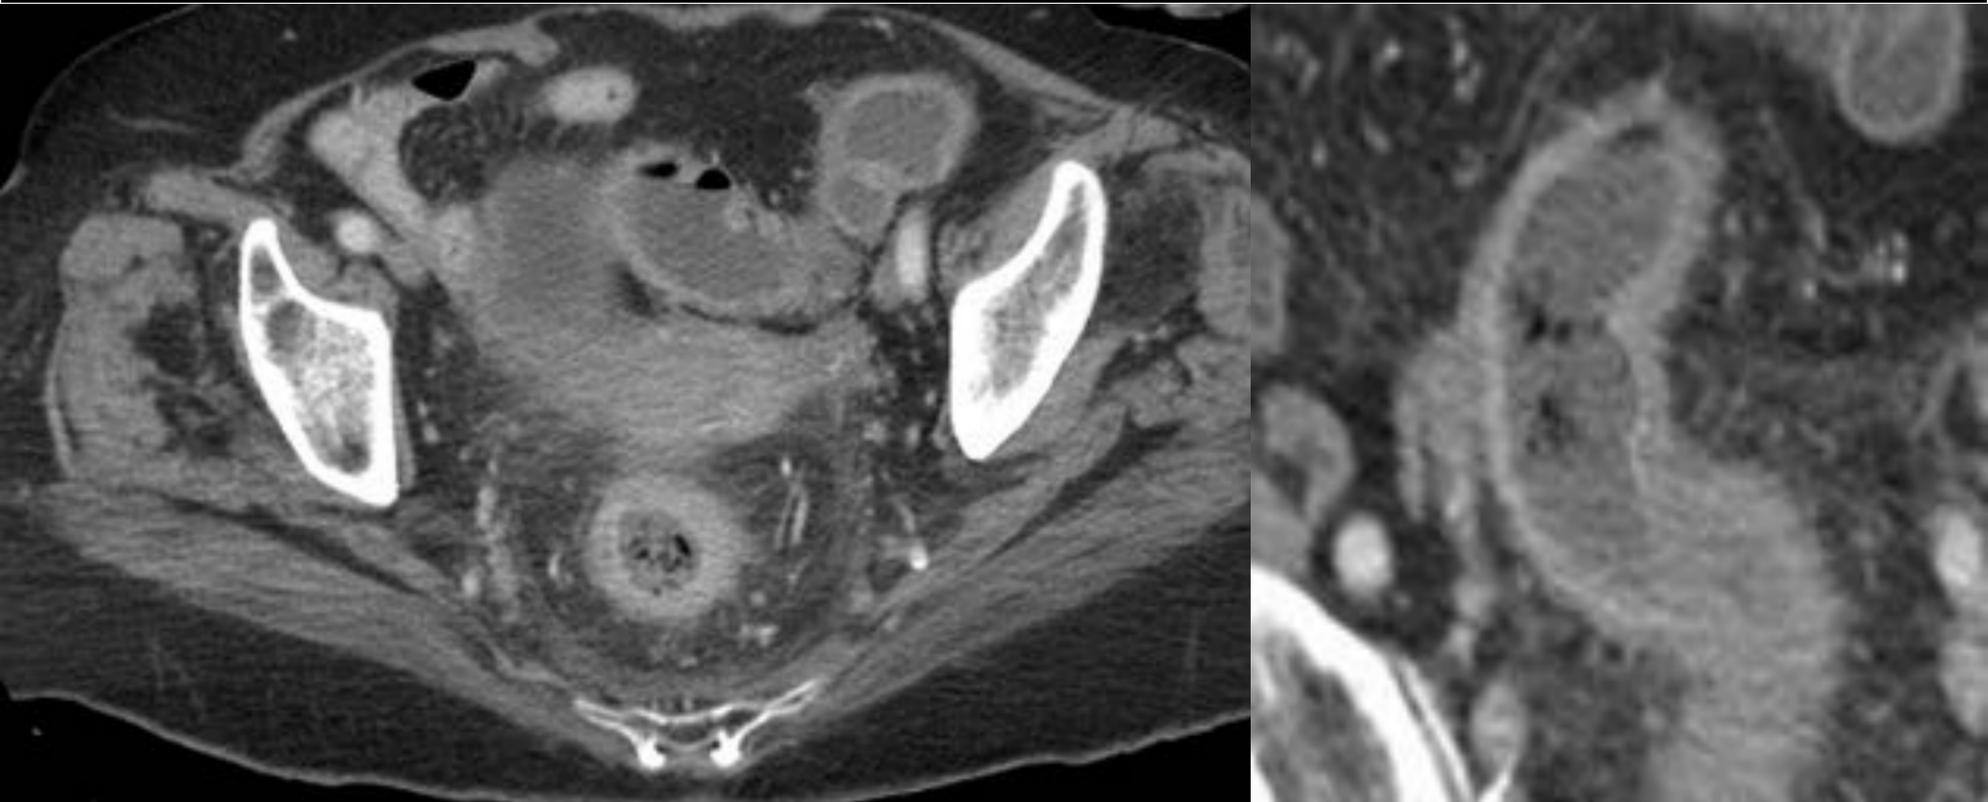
COLITIS ISQUÉMICA. TC abdominopélvico con contraste iv. Engrosamiento por edema de las paredes del colon descendente y sobre todo del sigma y recto, con realce submucoso asociado discreta alteración de la grasa locorregional con leve ingurgitación de los vasos.
